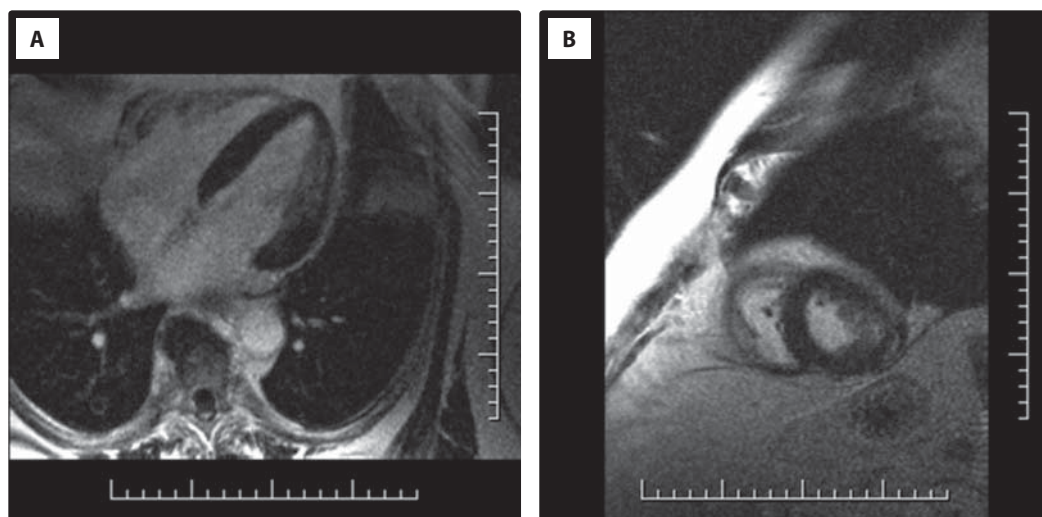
Magnetická rezonance srdce. Dynamická sekvence TRUE FISP CINE, zobrazení levé komory v krátké ose: A) end-diastola; B) end-systola. Normální kontraktilita myokardu, koncentrická hypertrofie levé komory
